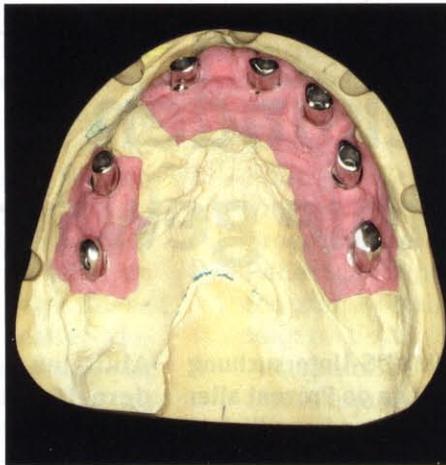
und 19 Herstellung der Galvanokappen auf den gefrästen und hochglanzpolierten TK's und einer entsprechenden Suprakonstruktion
